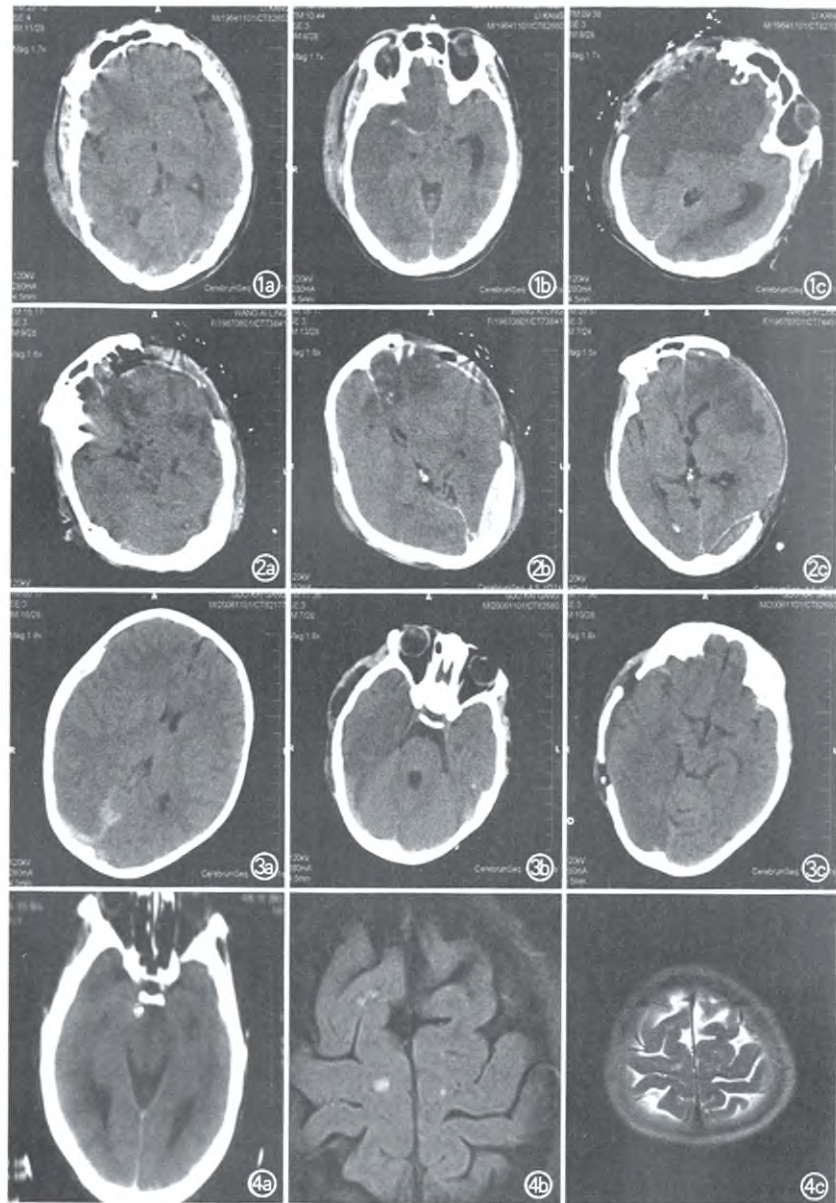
患者男,46 岁,交通伤后意识不清 8 h,加重伴左侧肢体抽搐 3 h 余,左侧瞳孔直径约 2.0 mm,右侧直径约 4 mm,GCS 6 分,合并右侧上颌骨、颧弓及下颌骨骨折。a. 首次颅脑 CT 示右侧额叶疑稍低密度缺血改变; b. 伤后 12 h 颅脑 CT 示右侧大脑半球大面积梗死,大脑中动脉高密度影; c. 术后第 2 天颅脑 CT 示大脑中动脉及双侧大脑前动脉供血区梗死,随访 3 个月 GOS 4 级(中度残疾) 图 2 患者女,43 岁,摔伤后意识不清伴呕吐 4 h 余,左侧瞳孔直径约 4 mm,右侧直径约 1.5 mm,GCS 5 分,伤后首次颅脑 CT 示左额颞叶挫裂伤伴硬膜下血肿,蛛网膜下腔出血。a、b. 术后第 2 天颅脑 CT 示双侧大脑前动脉供血区梗死; c. 术后 2 周颅脑 CT 示梗死较前好转,随访 6 个月 GOS 3 级(重度残疾) 图 3 患者男,4 岁,摔伤后意识不清 3 h 余,GCS 11 分,双侧瞳孔直径约 2.0 mm。a. 伤后首次颅脑 CT 示右侧颞顶硬膜下血肿,蛛网膜下腔出血; b. 伤后 12 h 颅脑 CT 右侧大脑中动脉供血区梗死; c. 术后第 2 天颅脑 CT 示右侧大脑中动脉及大脑后动脉供血区梗死,随访 4 个月 GOS 1 级(恢复良好) 图 4 患者男,48 岁,交通伤后意识不清 5 h,GCS 13 分。a. 伤后首次颅脑 CT 示蛛网膜下腔出血; b、c. 伤后第 3 天颅脑 MRI 示右侧顶叶新鲜梗死灶,随访 3 个月 GOS 1 级(恢复良好)
